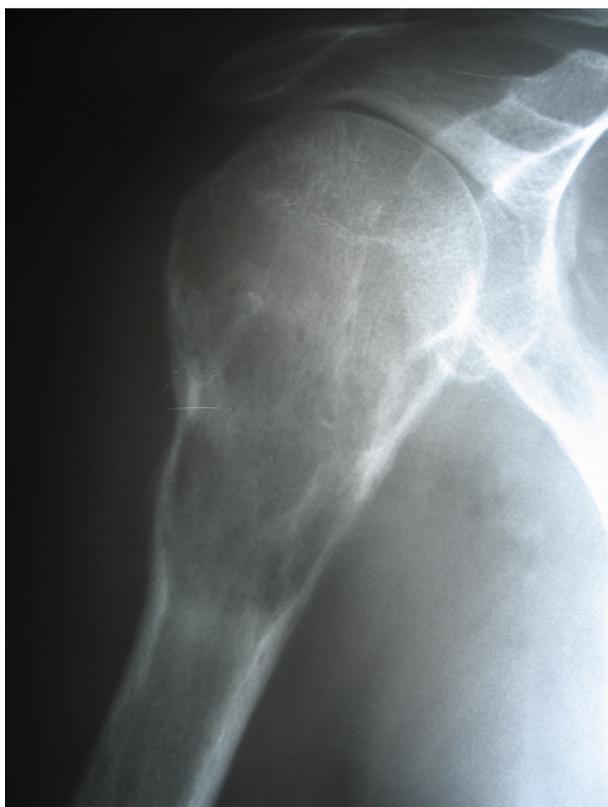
На рентгенограмме определяется литический очаг поражения без явных признаков обызвествления, выраженная эндостальная эрозия коркового слоя и его неравномерное истончение, вздутие кости
